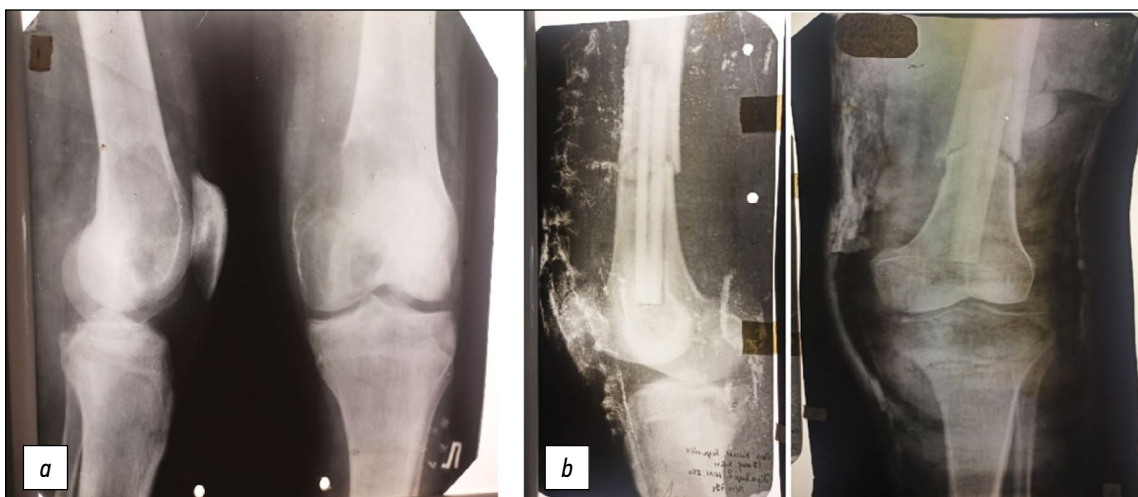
Рентгенограммы коленного сустава: а — до, б — после аллопластики дистального конца бедренной кости.
